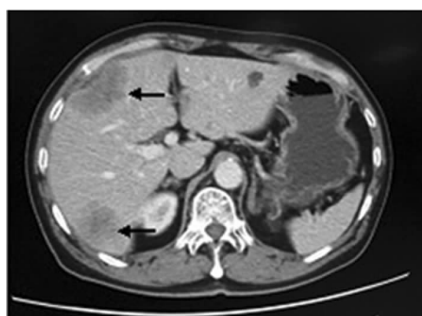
CT image of patients in DCF group after the second DC-CIK treatment
